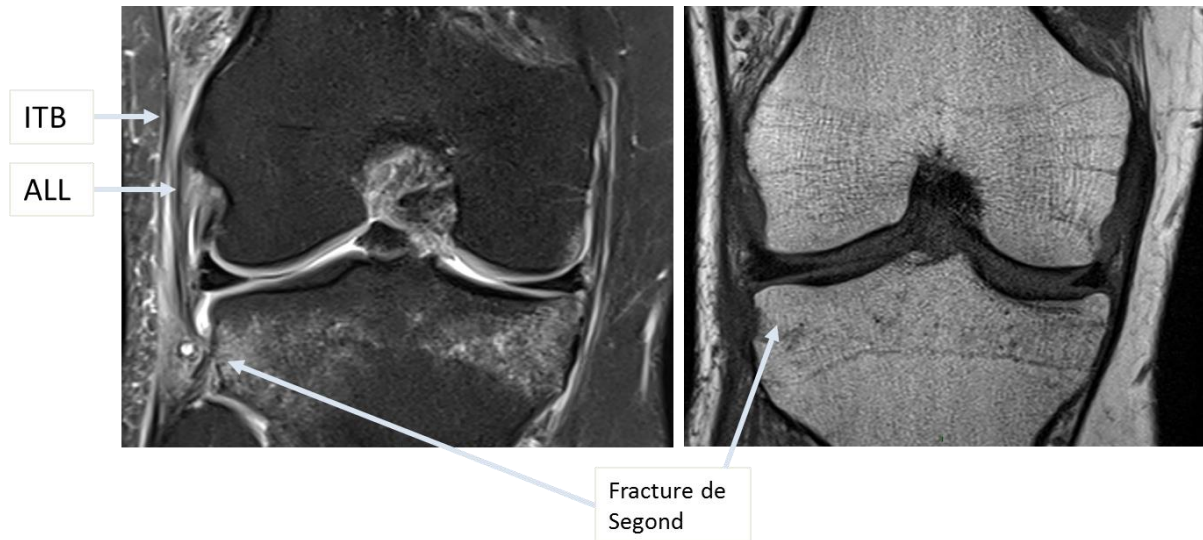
Exemple de fracture de Segond visualisée à l'IRM. La fracture de Segond correspond à la désinsertion de l'enthèse tibiale du ligament antérolatéral (ALL)
